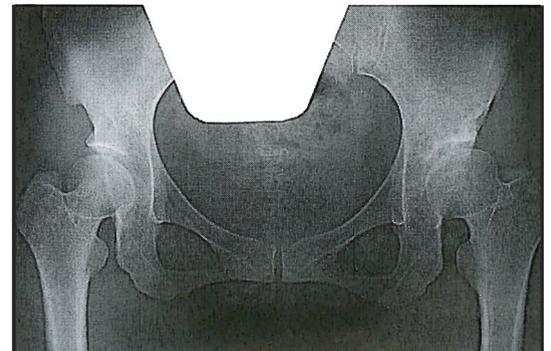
立位 (a) および臥位 (b) における左臼蓋形成不全例の股関節単純正面X線像
